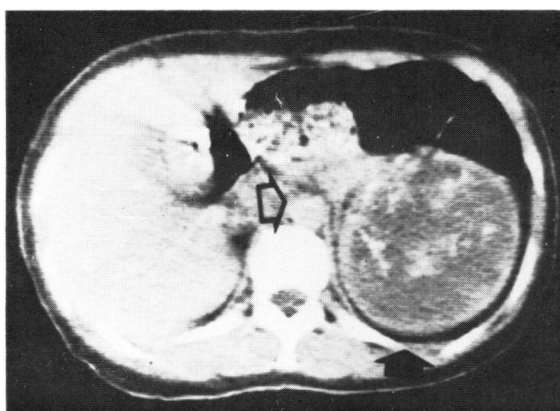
(症例 6) CT enhancement (+) 腫瘍部
